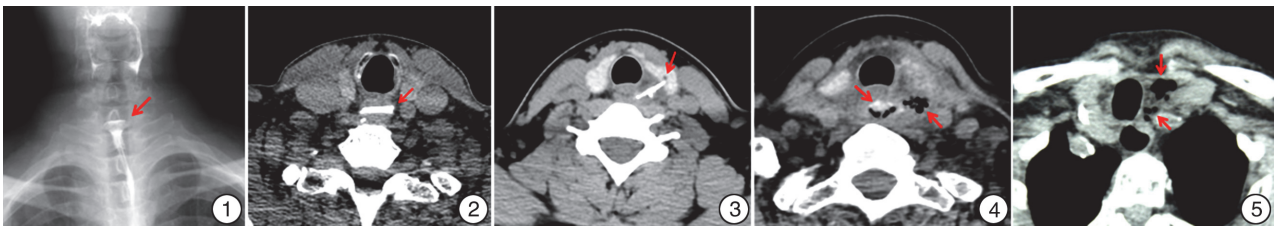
钡餐检查 颈第6~7位置可见横行异物所致挂钡现象(红色箭头所示); 图2 CT检查 食管入口处可见横行高密度影异物(红色箭头所示); 图3 CT检查 骨密度影异物刺破食管,插入左侧甲状腺(红色箭头所示); 图4 CT检查 异物致食管穿孔伴颈部间隙气肿、感染(红色箭头所示); 图5 CT检查 纵隔内气管食管沟处气体影和低密度影(红色箭头所示)。
